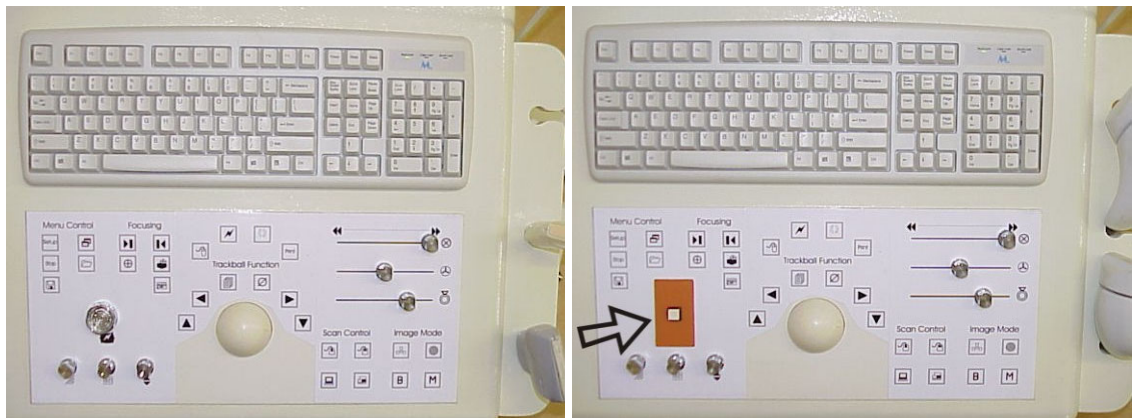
Painel do Simulador do equipamento de ultra-sonografia. À esquerda, *layout* utilizado na primeira experimentação; à direita, *layout* utilizado a partir da segunda experimentação, com destaque para o posicionamento do sinalizador de registro.
